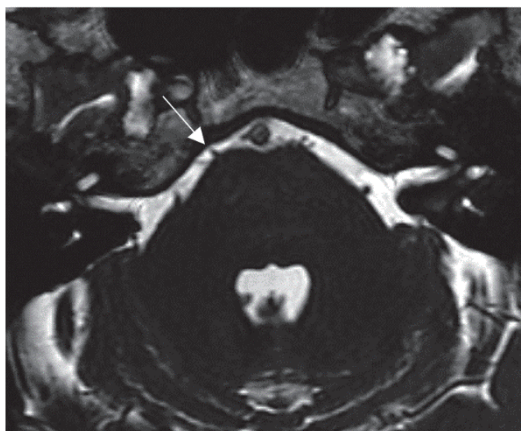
Магнитно-резонансная томограмма здорового человека в режиме FIESTA-C. Белой стрелкой указана цистернальная часть отводящего нерва у канала Дорелло
